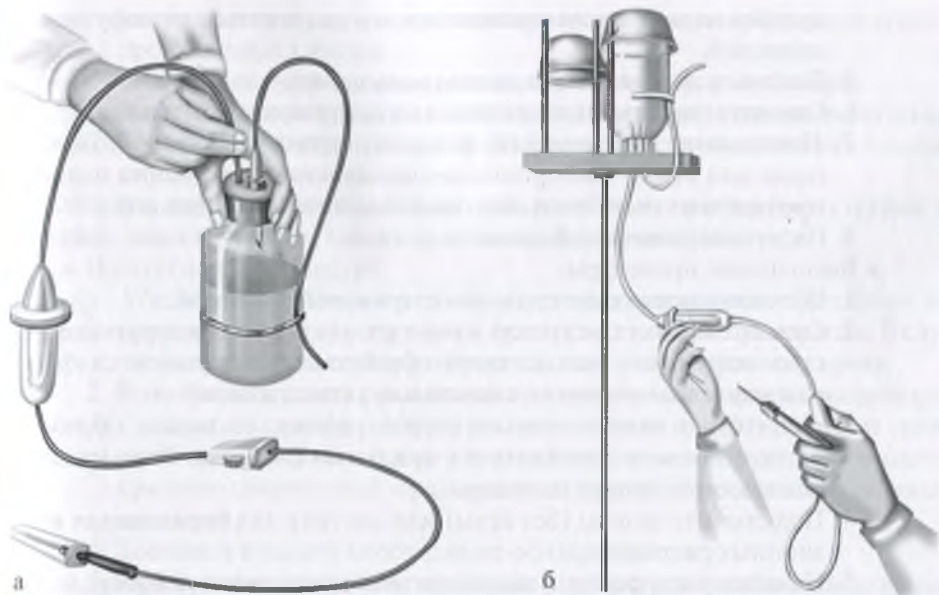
Введение лекарственных препаратов с помощью инфузионной системы: а – инфузионная система; б – подготовка инфузионной системы
